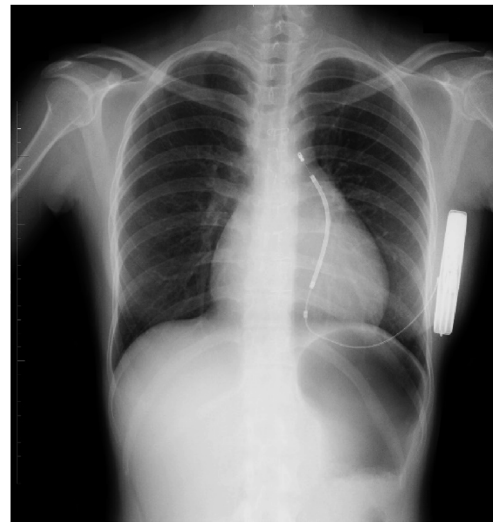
Case 1. Chest x-ray after S-ICD implantation.
